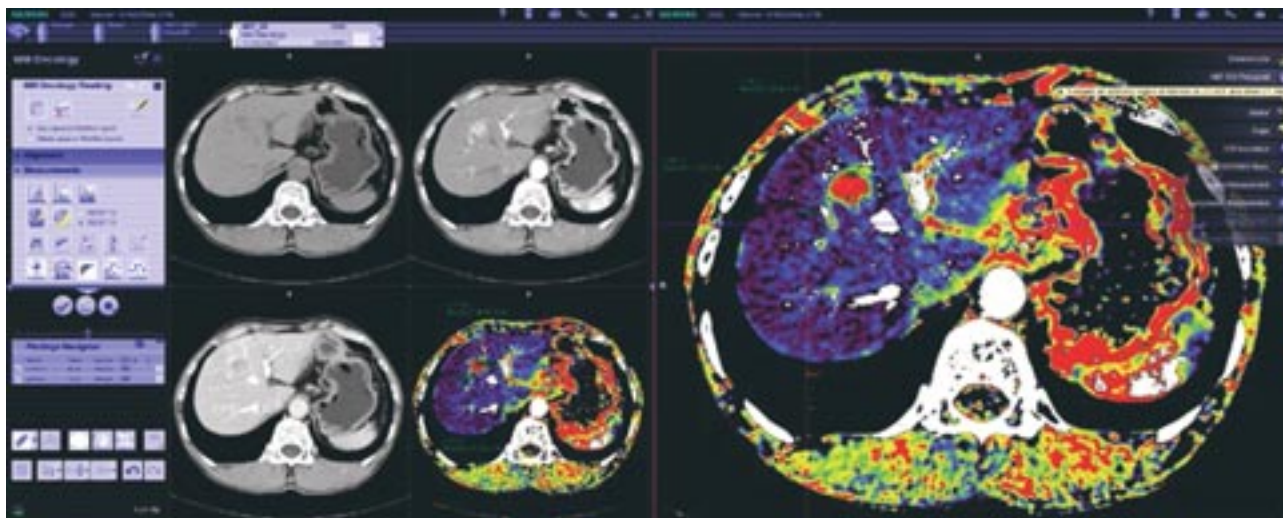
Перфузионная КТ брюшной полости. Цветовая карта отображает количественные параметры перфузии паренхимы печени при внутривенном контрастировании
